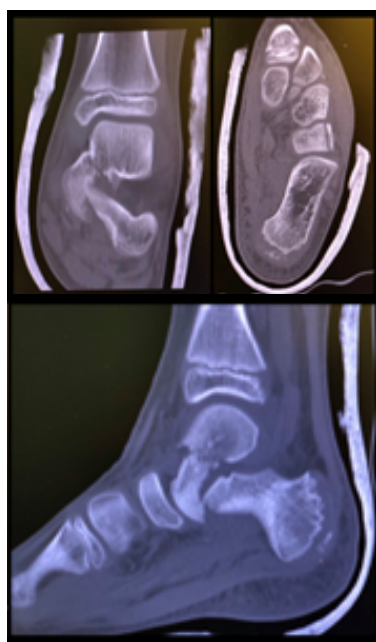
Tomografía axial computada, cortes coronal axial y sagital. Fractura de cuello de astrágalo, desplazamiento medial. Corte axial, fractura cuboides
